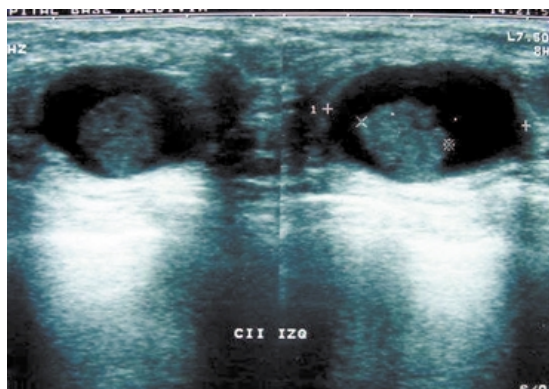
Ecografía mamaria. Muestra una lesión quística con componente sólido.
